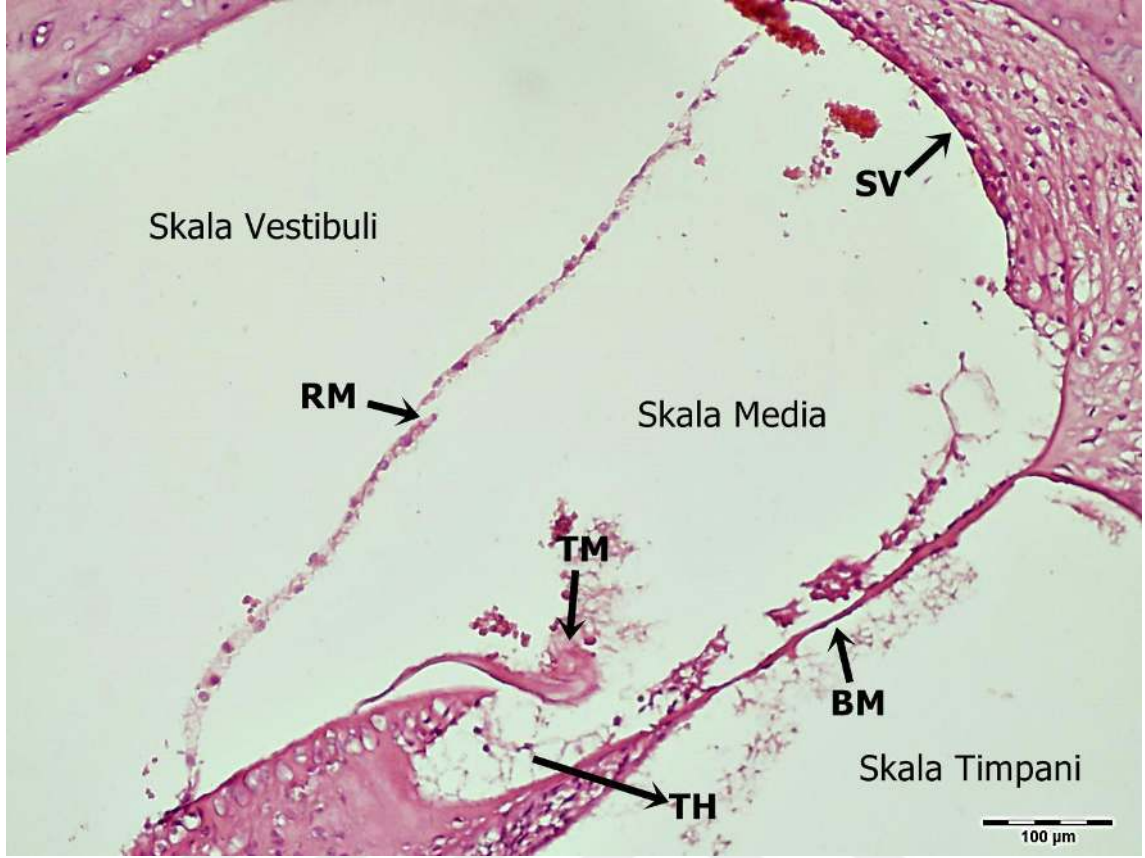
Kontrol grubu korti organı HE boyaması. Reissner membranı (RM), baziler membran (BM), Tektoriyal membran (TM), Stria vasküler (SV), Spiral ganglion (SG), Tüy hücreleri (TH) gösterilmiştir. Bar: 100 µm
